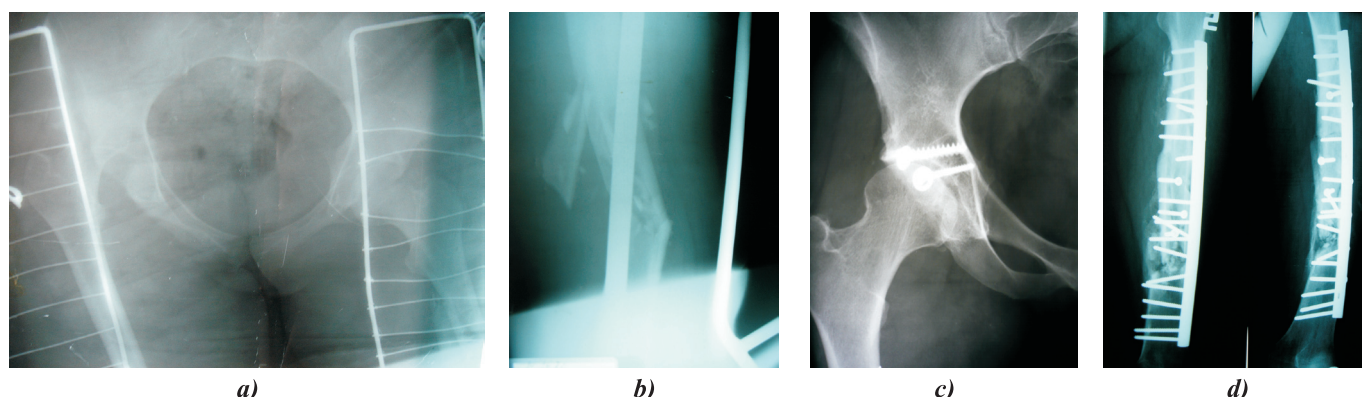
(a, b, c, d). Pacienta A. Radiografiile pre- și postoperatorii (vezi textul).
